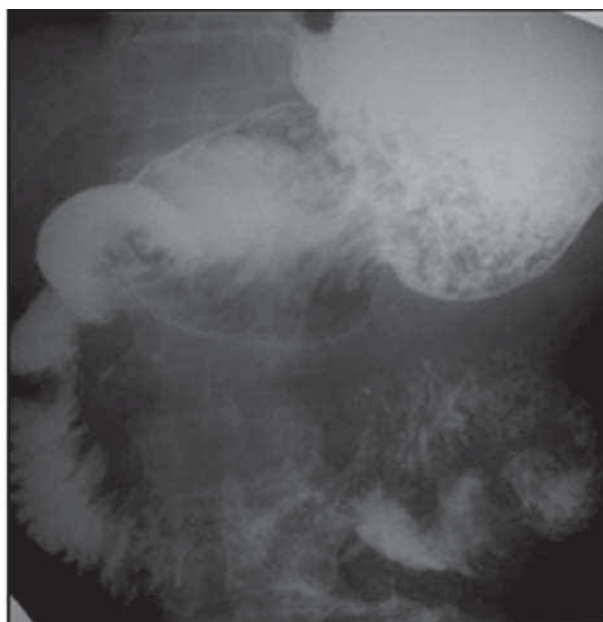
Рентгенограмма желудка и 12п.к. Кольцевидная поджелудочная железа, дуоденопанкреатический рефлюкс, хронический дуоденит.
